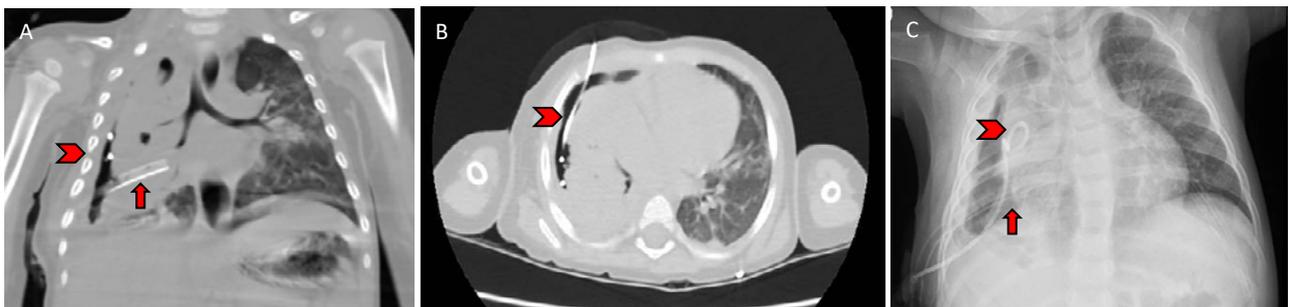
Tomografía y radiografía control de manejo percutáneo
